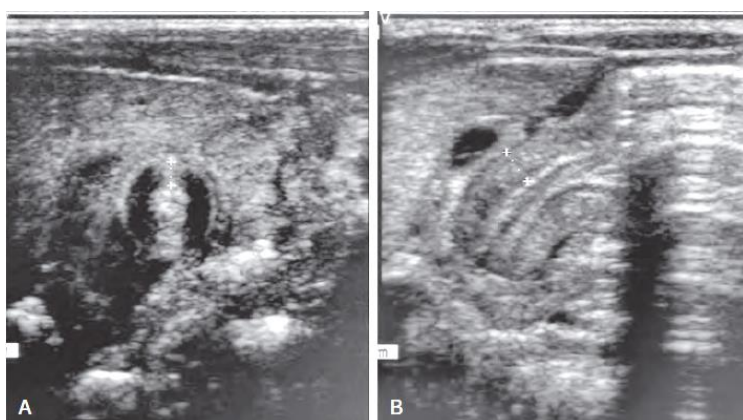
A, Transverse sonogram demonstrating a pyloric muscle wall thickness of >4 mm (distance between crosses). B, Horizontal image demonstrating a pyloric channel length >14 mm (wall thickness outlined between crosses) in an infant with pyloric stenosis.
